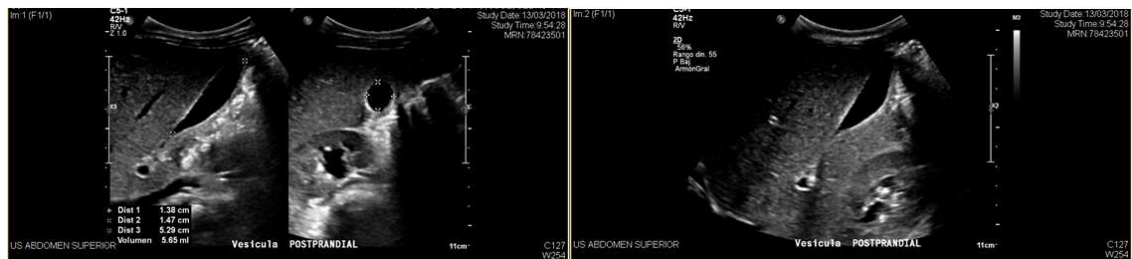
Figura #16. Ecografía Abdominal de control
